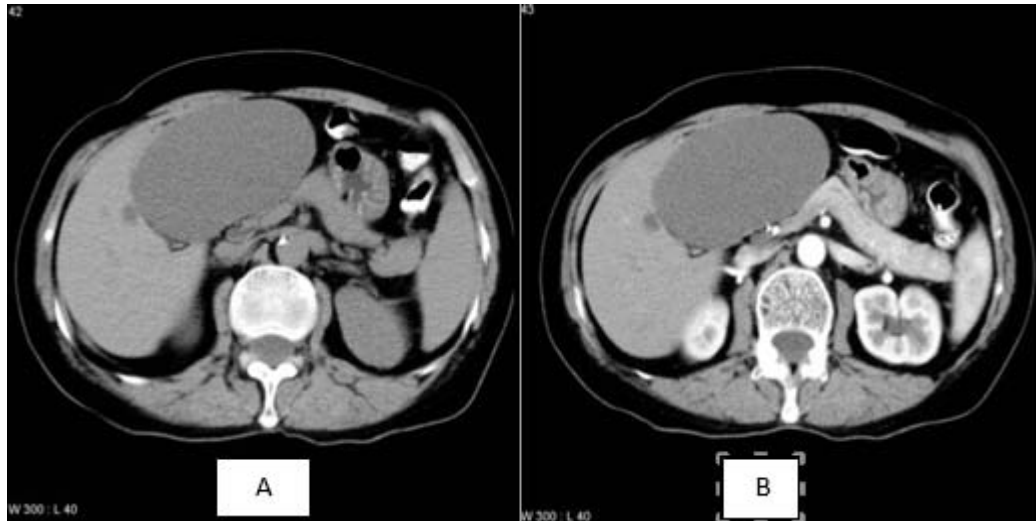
TDM en coupe axiale. (A) : scanner sans injection, (B) : Scanner avec injection de produit de contraste a la phase veineuse montrant un kyste hépatique simple[44]
